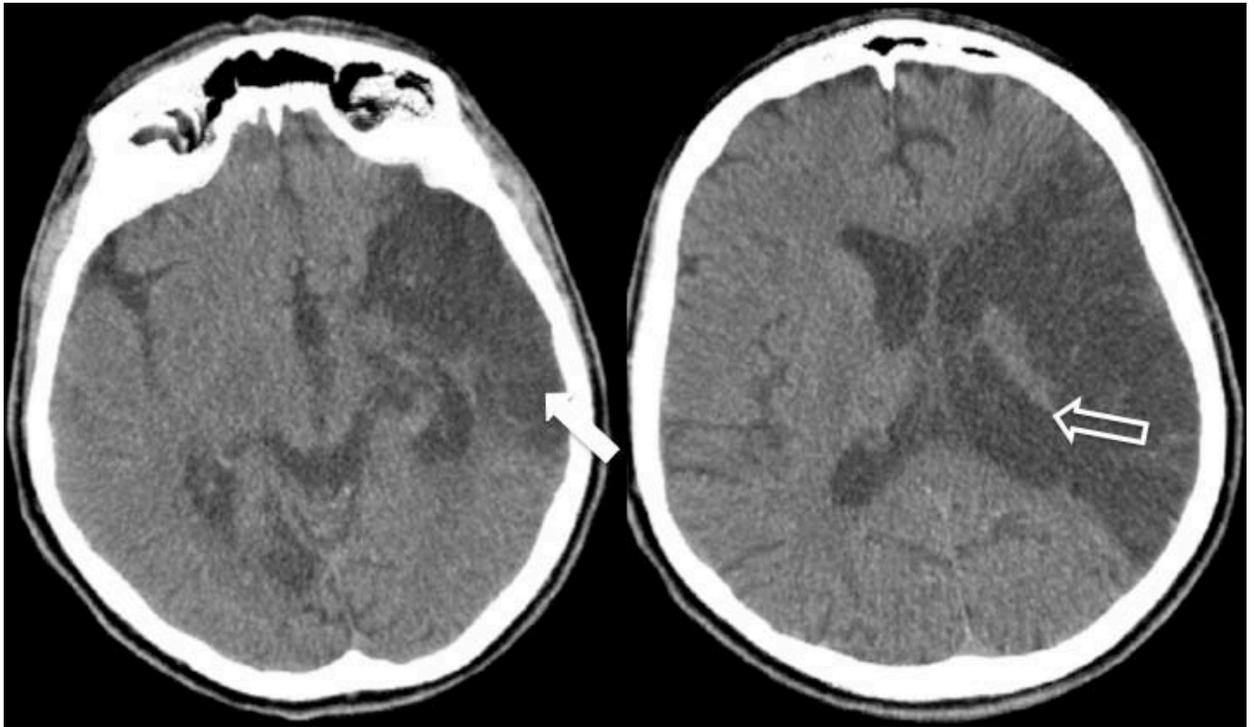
Imagens de tomografia computadorizada no plano axial, de paciente masculino de 51 anos, com áreas de malácia (seta fechada) por isquemia no território da ACM esquerda, com retração do ventrículo ipsilateral (seta aberta).
